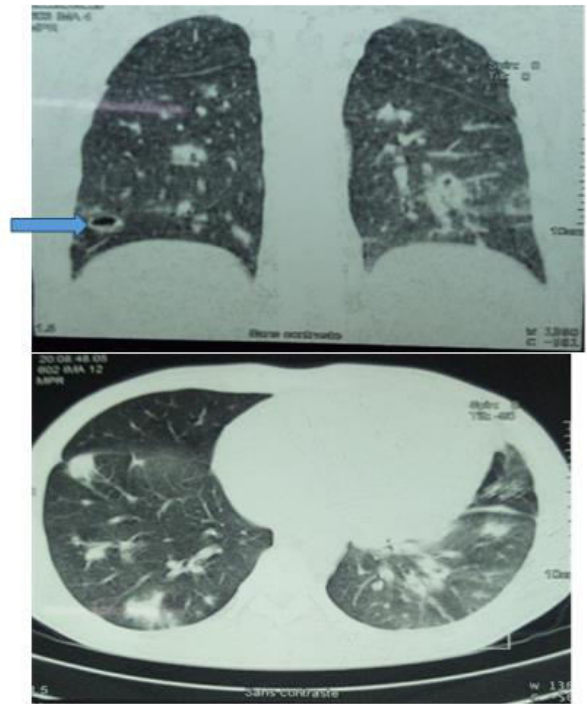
Premier TDM thoracique ; Lésions pulmonaires caverneuses diffuses + lésions condensantes diffuses
